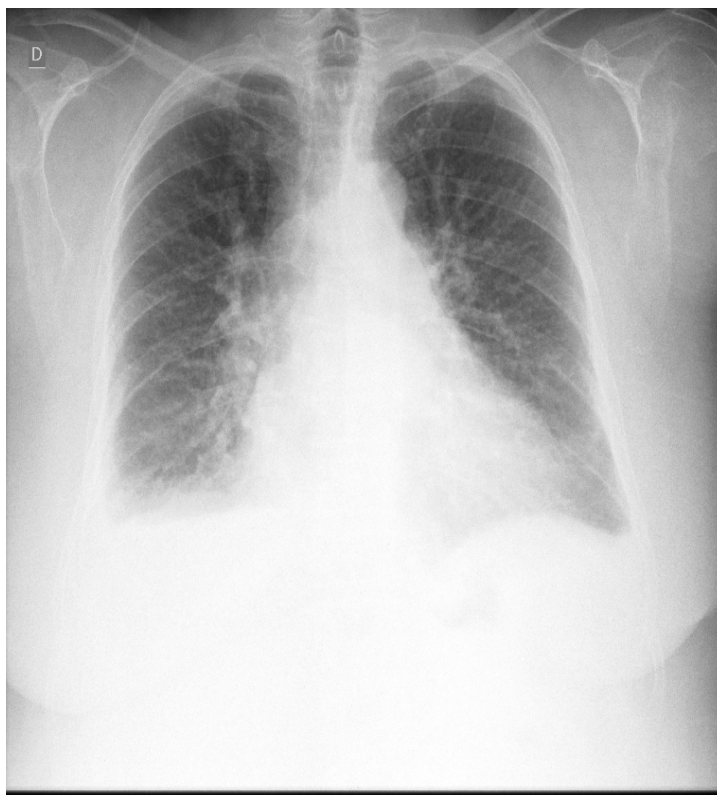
Radiografia de tórax PA: velamento dos seios costofrênicos bilateralmente, aumento da trama vascular pulmonar e aumento da área cardíaca.
